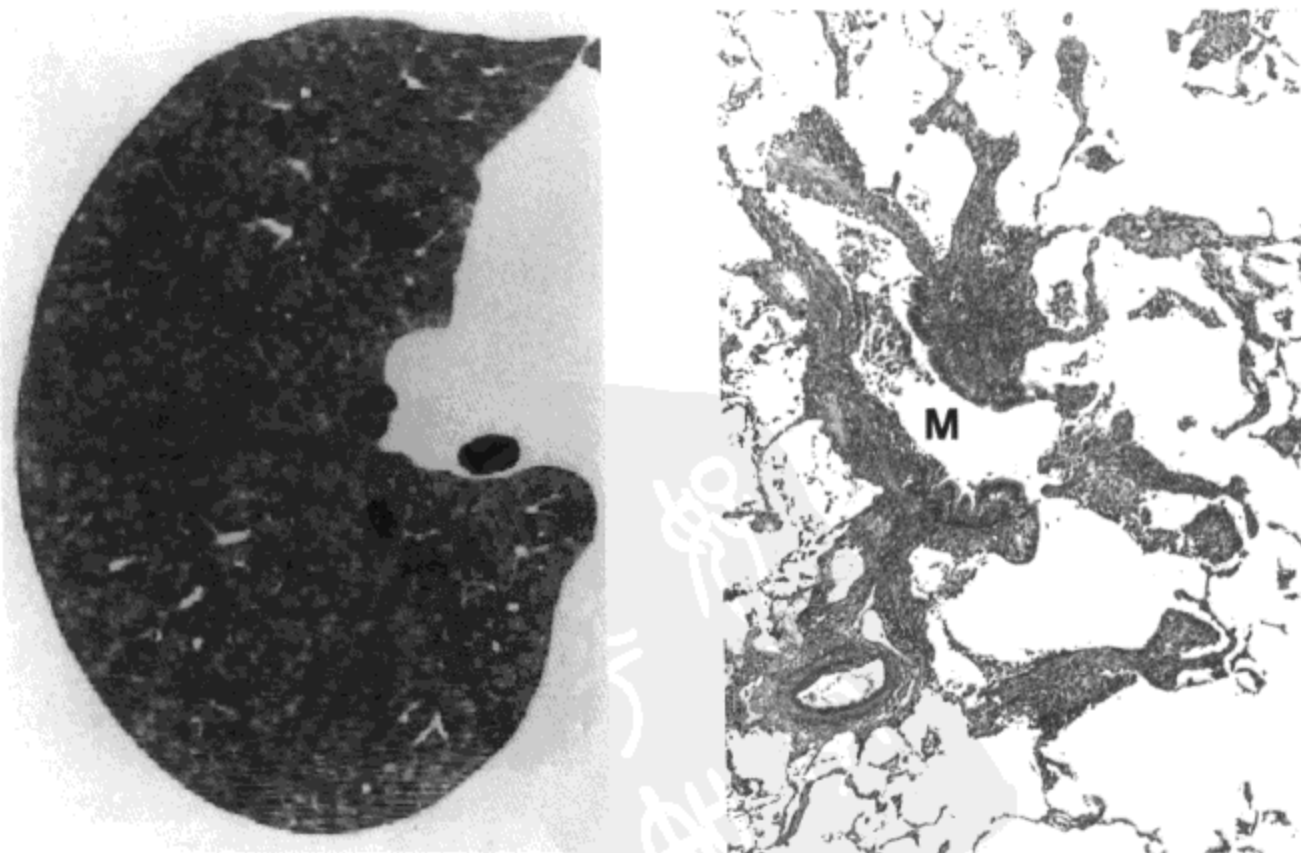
外源性过敏性肺泡炎。A: 右肺高分辨率 CT 影像示边界模糊的小叶中心性结节影遍布全肺。B: 光镜显微照相示膜性细支气管 (M) 与近侧呼吸性细支气管壁中等程度的慢性炎症。相邻肺实质显示有轻度的间质性炎症。病人女, 35 岁。
